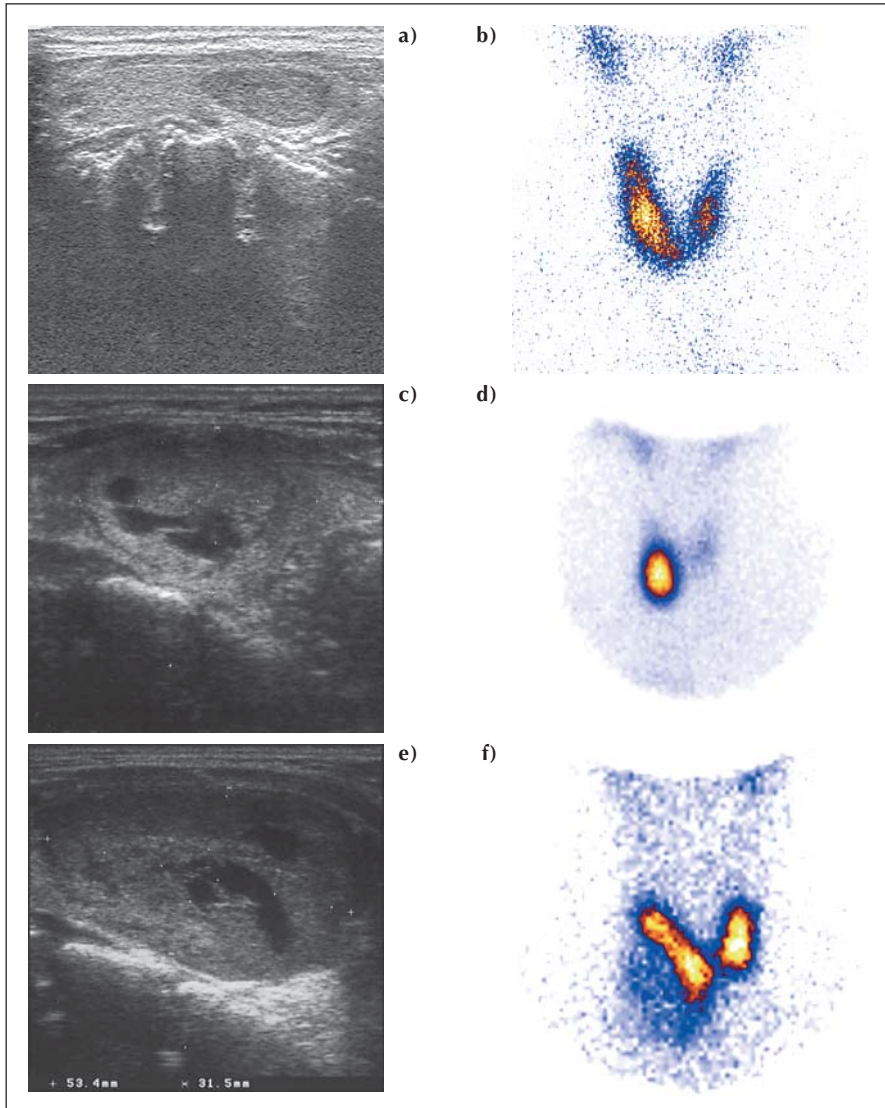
Beispiele verschiedener Befunde bei Patienten mit Knotenstruma: Zur Beurteilung der Knoten sind sowohl die Sonographie als auch die Szintigraphie unerlässlich. Patient 1: Der rechts gelegene sonographisch echoarme, solide Knoten kommt szintigraphisch „warm“ zur Ansicht (5.3.a, 5.3.b). Patient 2: Der sonographisch größtenteils echogleiche Knoten hat einen echoarmen Randsaum (Halo) und ist teilweise zystisch degeneriert. Szintigraphisch kommt er „heiß“ zur Ansicht, im restlichen Schilddrüsenparenchym ist die Aktivitätsbelegung vermindert: Unifokale funktionelle Autonomie (5.3.c, 5.3.d). Patient 3: Der sonographisch fast den gesamten rechten Lappen einnehmende Knoten zeigt einzelne echoärmere Anteile und ist ebenfalls zystisch degeneriert. Er stellt sich szintigraphisch „kalt“ dar (5.3.e, 5.3.f).
